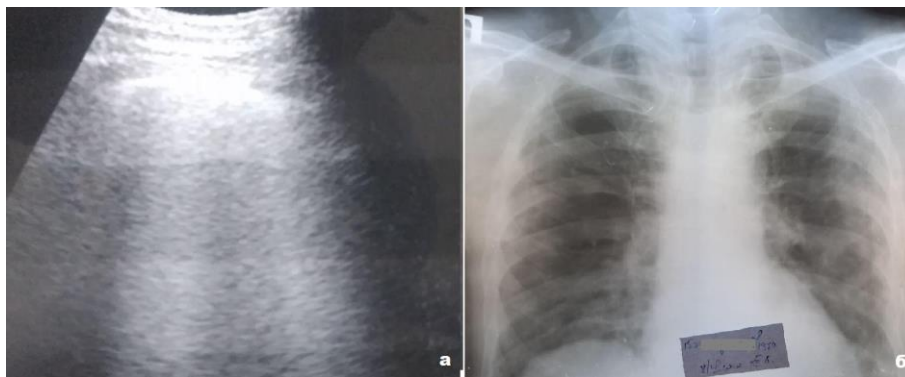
Ультразвуковое изображение легких, а - вертикальные В-линии в зоне L4 - интерстициальный синдром; б - Рентгенограмма органов грудной клетки, прямая проекция, признаки интерстициальной пневмонии. Пациентка, 64 лет, средней тяжести течение COVID-19.
